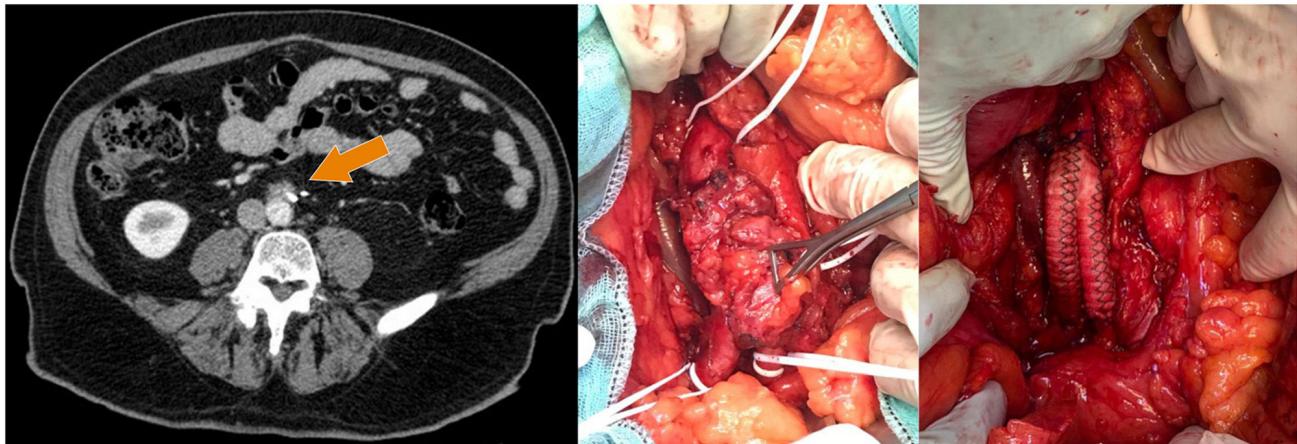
A la izquierda: TC con hallazgo de lesión retroperitoneal sospechosa de recidiva neoplásica. A la derecha: imágenes intraoperatorias, en las cuales se pueden observar la aorta, la vena cava inferior, las arterias ilíacas, el uréter izquierdo y el bypass aortoiláico realizado con prótesis de Dacron®.
